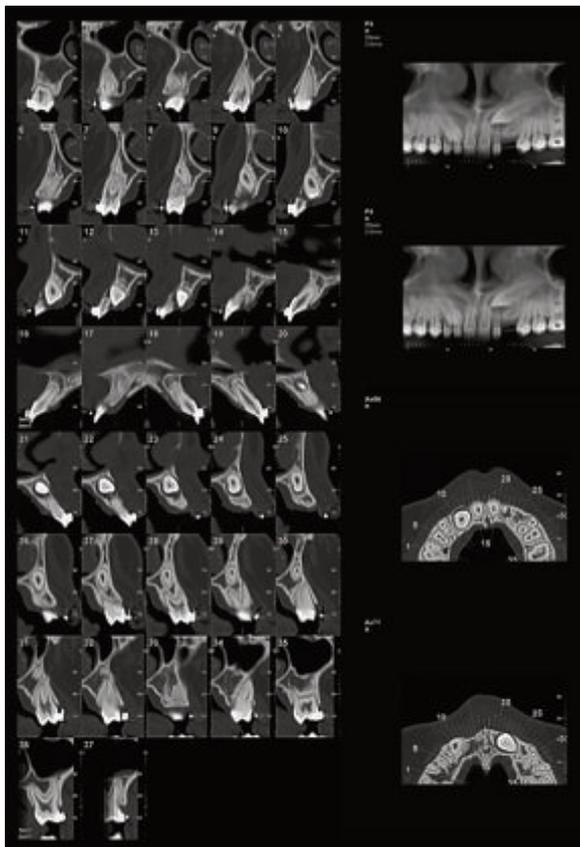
Estudio complementario con TAC.
